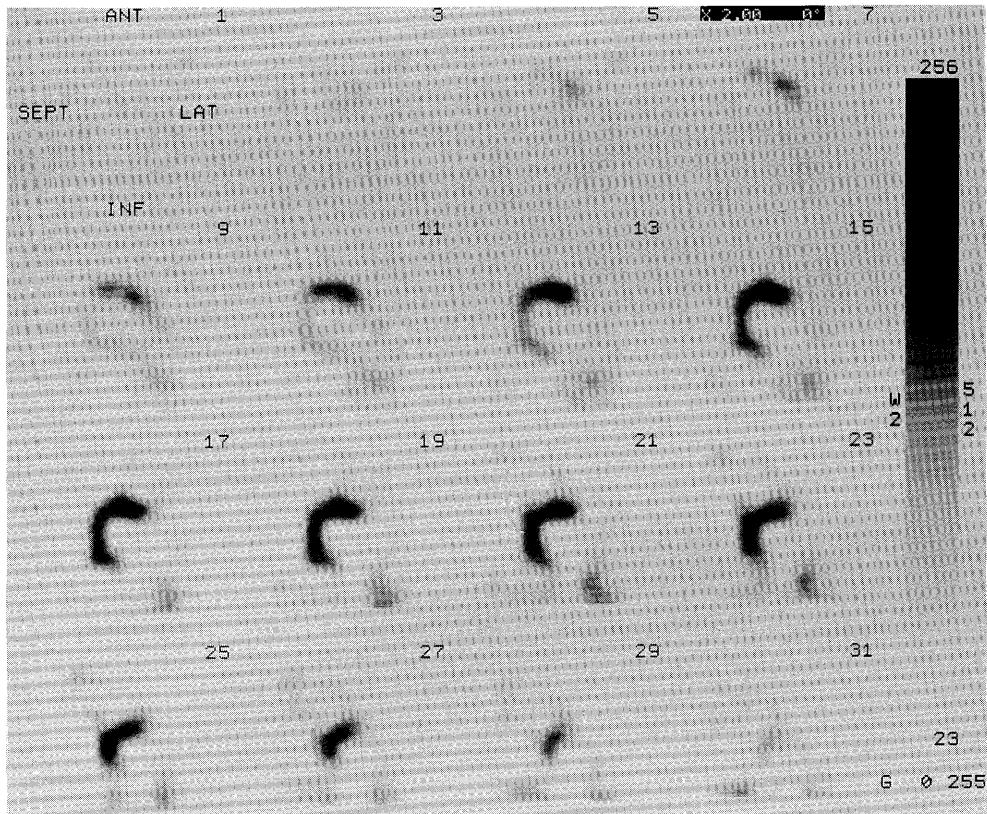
Tl-201 myocardial perfusion SPECT reveals focal defect in the inferoposterolateral wall to apex, apparently meaning myocardial infarction in the circumflex territory (Case 1).
